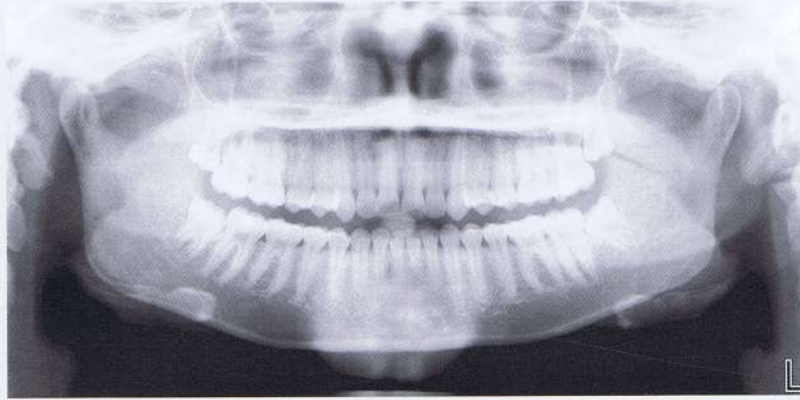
Caso 1. Radiografía panorámica; terceros molares en erupción con tercer molar inferior izquierdo inclinado hacia el centro y tercer molar inferior derecho parcialmente impactado en distal.
